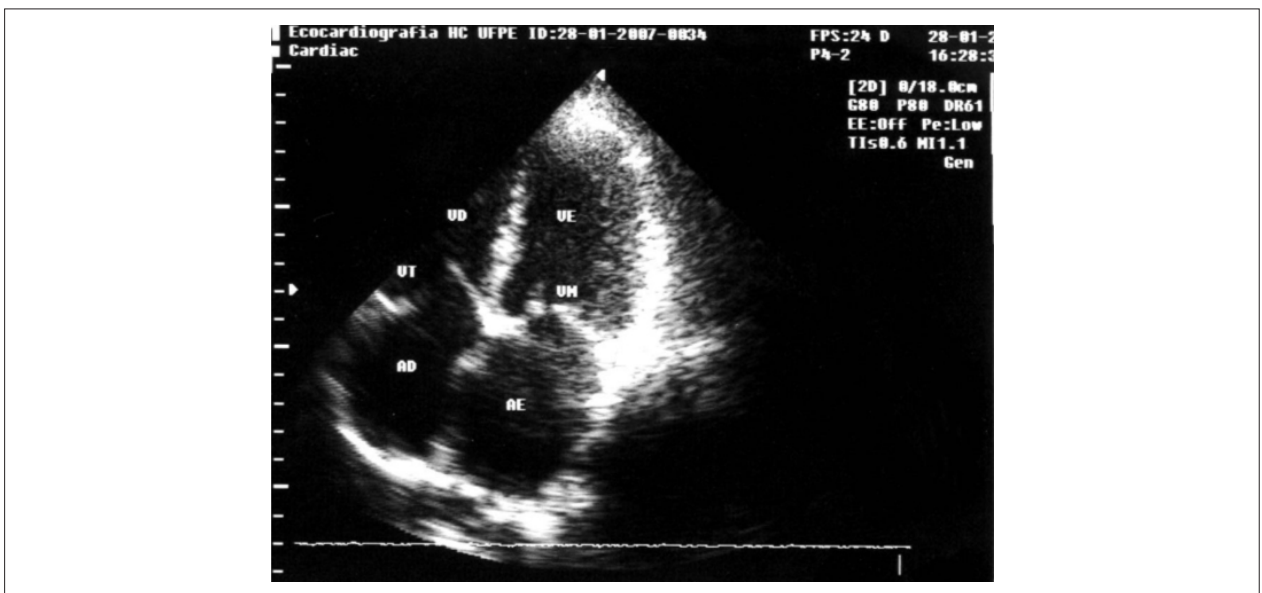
Ecocardiograma bidimensional en posición cuatro cámaras. Se puede observar la envoltura reumática de la válvula mitral, con puntos de calcificación en los velos, y espesor de la válvula tricúspide; VD - ventrículo derecho; VI - ventrículo izquierdo; VT - válvula tricúspide; VM - válvula mitral; AD - atrio derecho; AE - atrio izquierdo.
